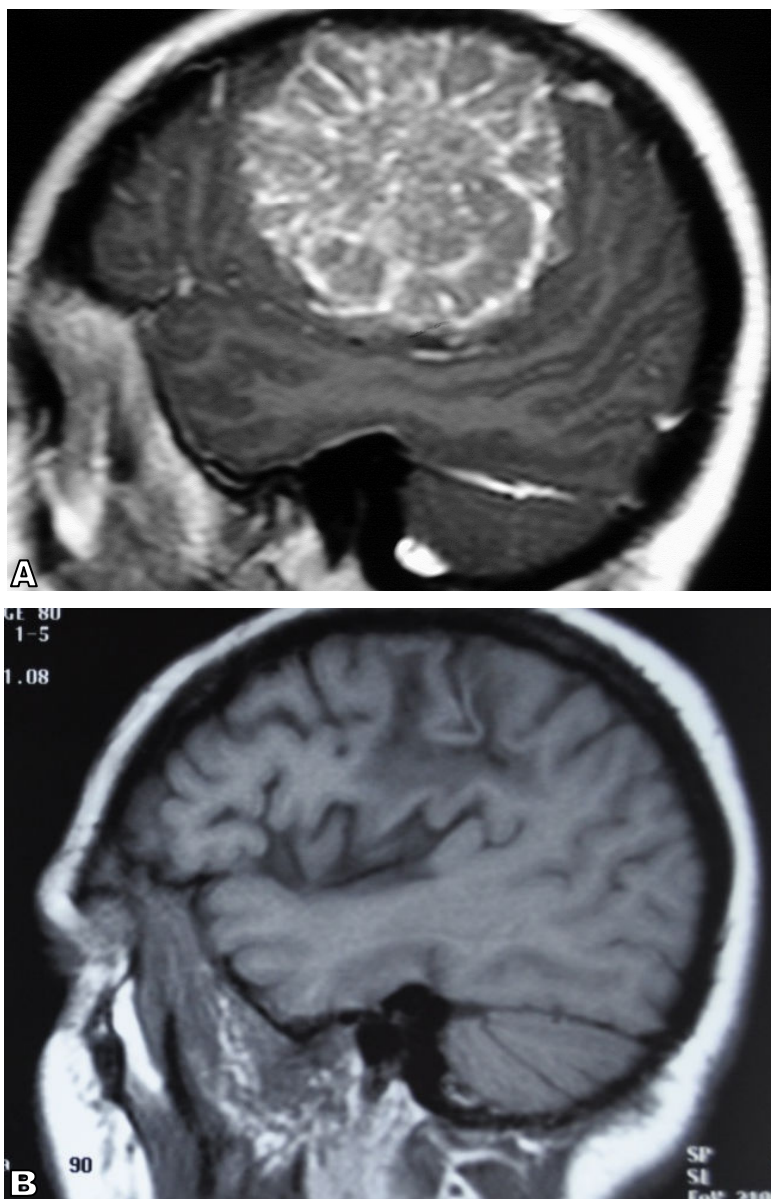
RNM em corte sagital de paciente com 40 anos de idade evidenciando extenso meningeoma em região do lobo central a esquerda (A). B) ressonância magnética de crânio realizada no pós-op tardio sem evidência de lesão residual. A paciente evoluiu sem déficit motor ou de fala e não foi necessário o uso de métodos auxiliares.
